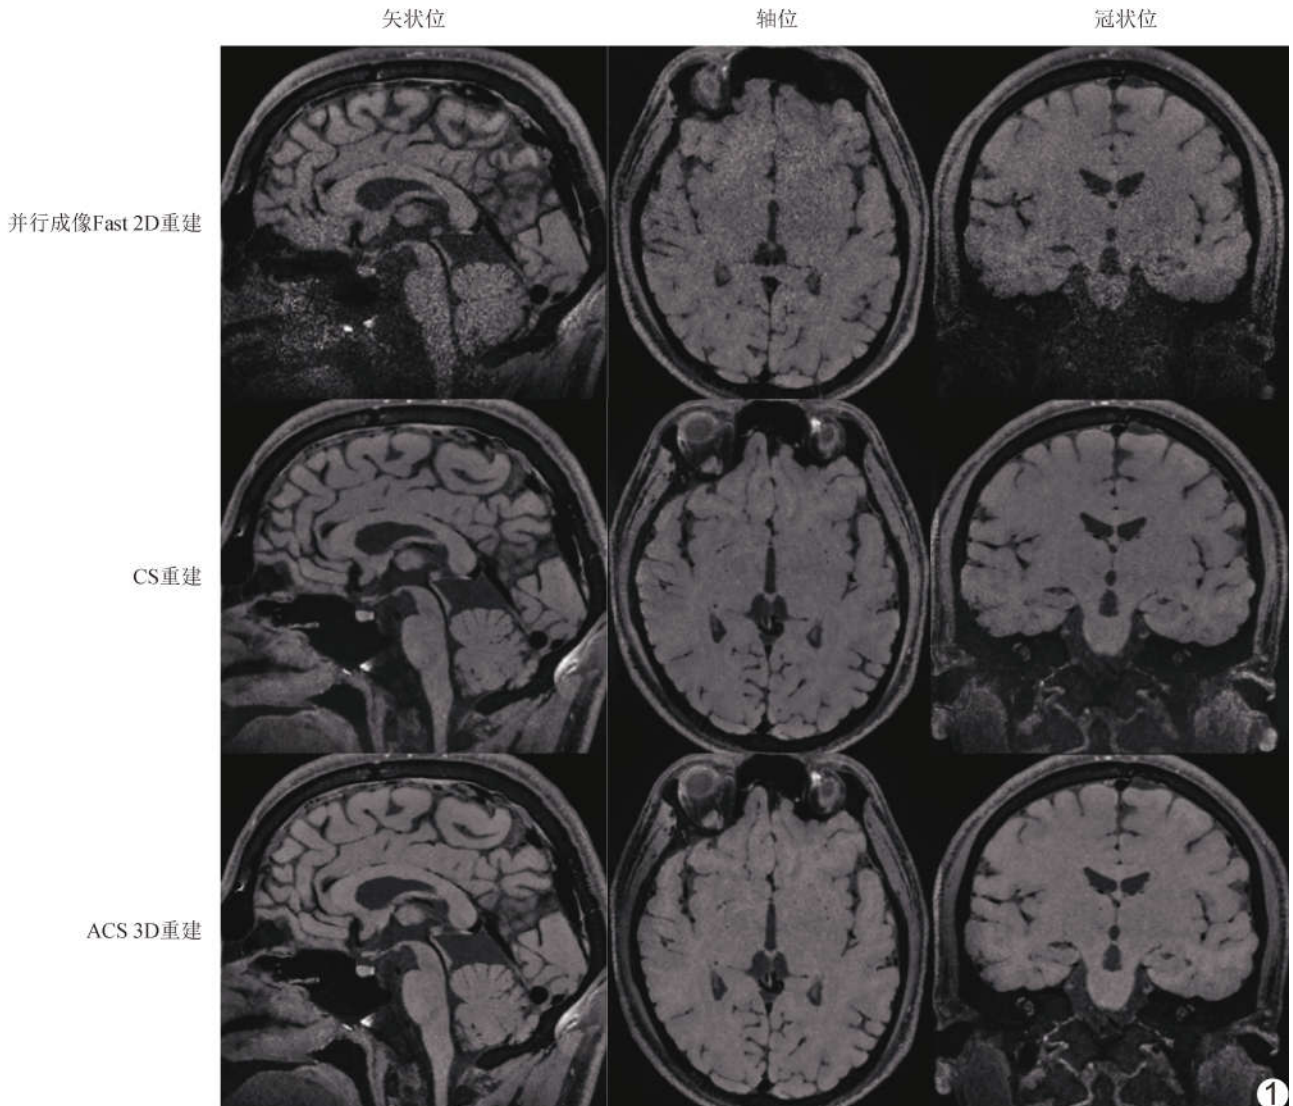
基于 5.0T MRI 以不同算法重建全脑 VMI
